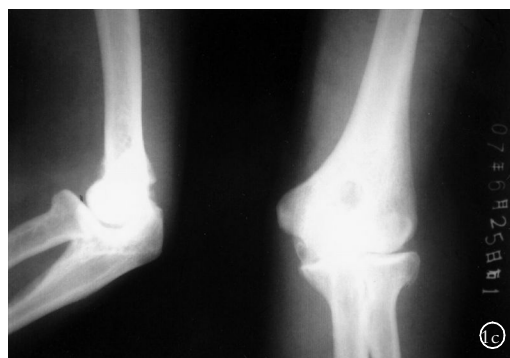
右肘术后正侧位X线片示肘前异常阴影消失,鹰嘴处有骨性增生阴影
